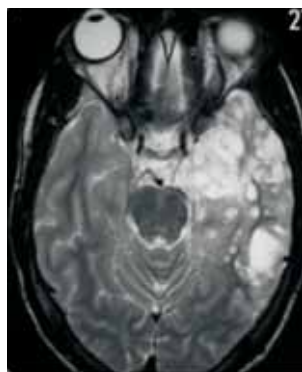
IRM Corte axial en T2, muestra lesión poliquística, hiperintensa en T2, sin efecto de masa ni edema, bien delimitada, y con moldeamiento de la calota craneana.
